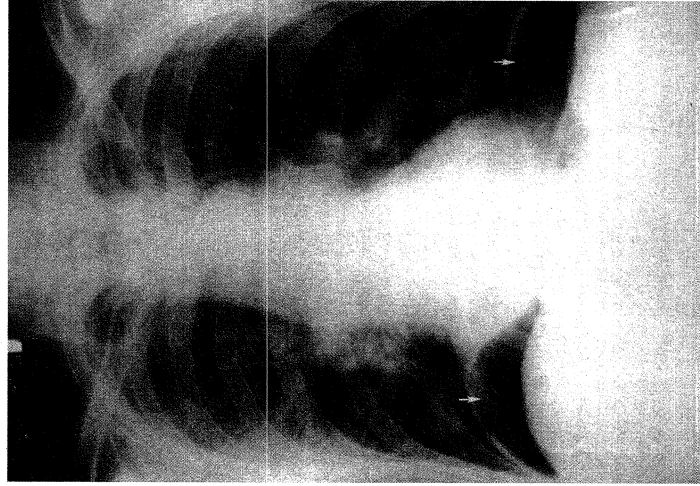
An upright posteroanterior chest radiograph often shows sub-diaphragmatic air (white arrows) in patients with a perforated ulcer.
